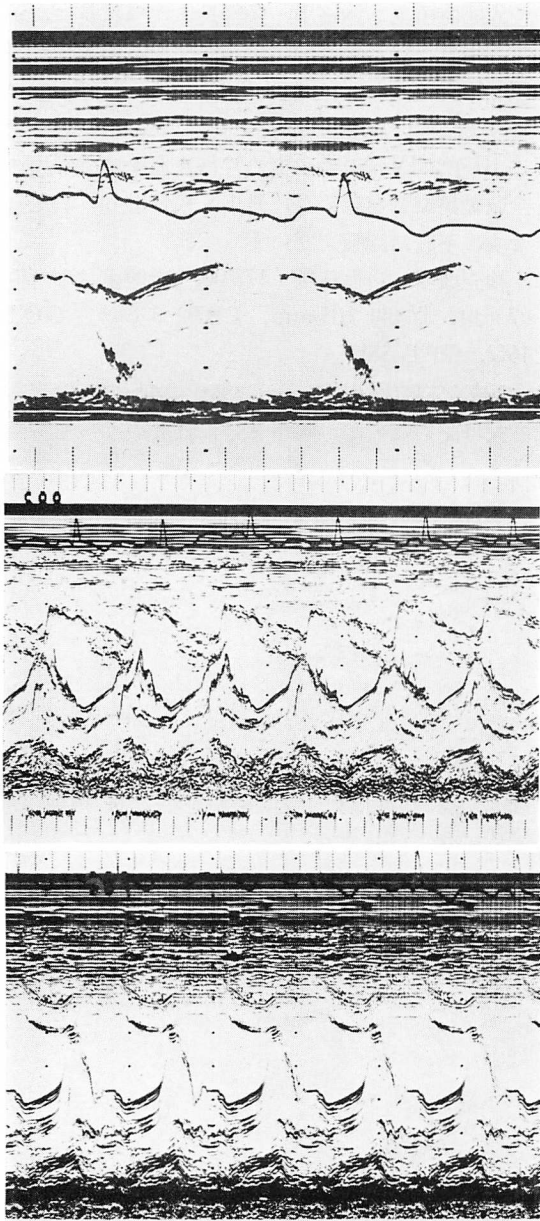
Echocardiograms 2 month after admission (Case 2).
